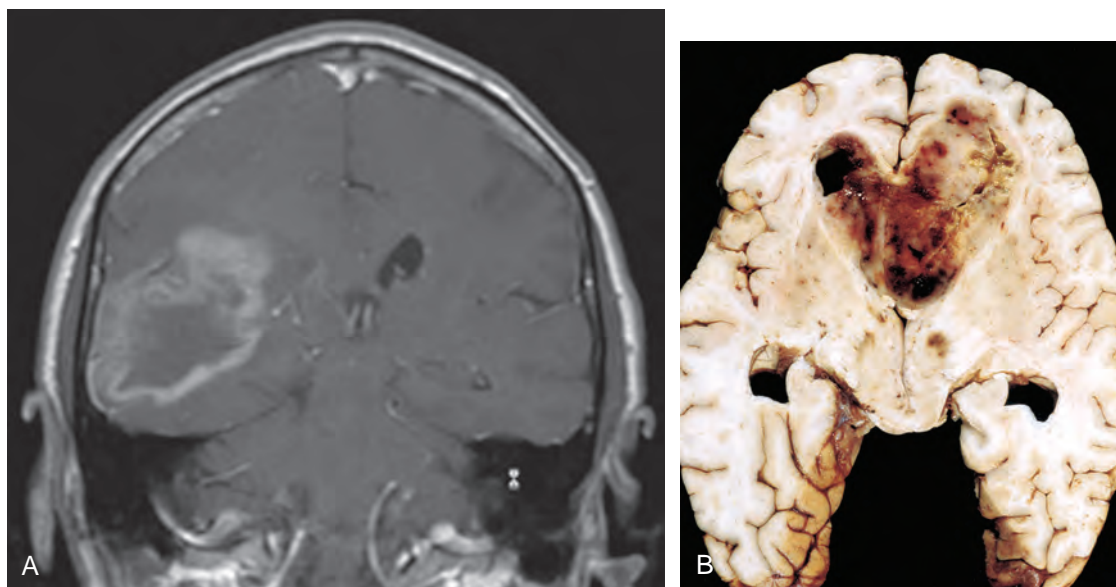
A. RM coronal potenciada en T₁ tras la administración de contraste que muestra una gran masa en el lóbulo parietal derecho con refuerzo «en anillo». B. Glioblastoma que aparece como una masa infiltrante necrótica y hemorrágica.
